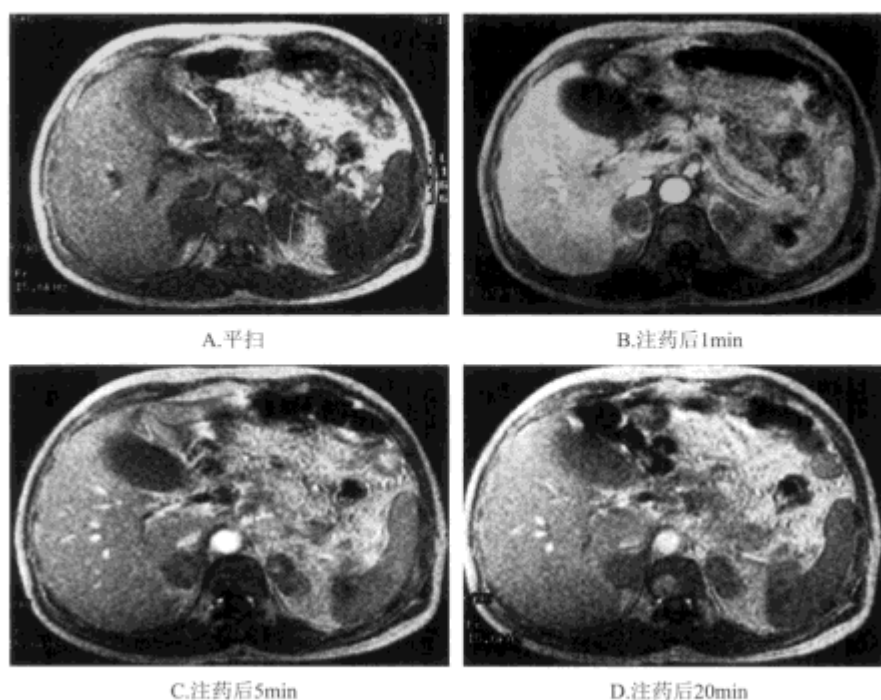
双肾上腺转移瘤平扫及动态增强MRI检查
